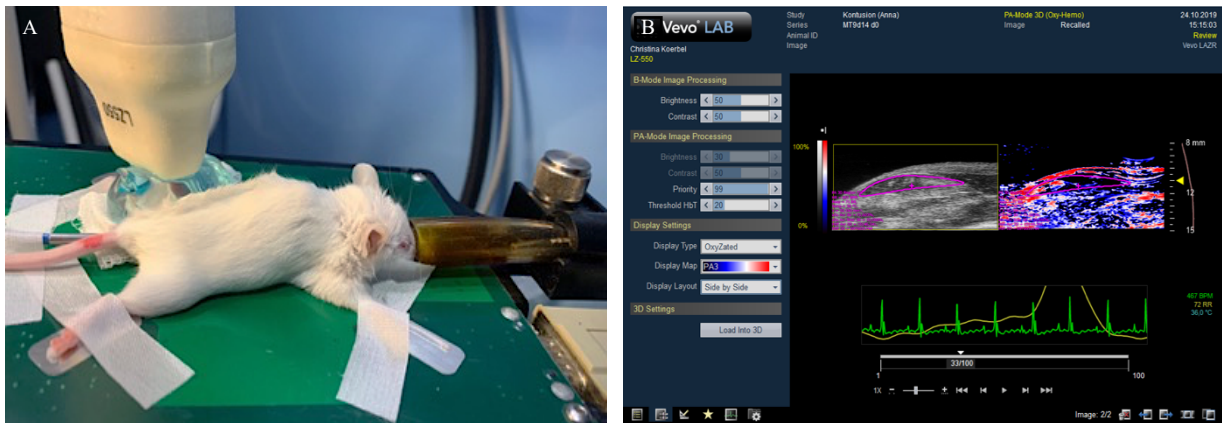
Messung der Vitalparameter und Inhalationsnarkose über Maske (A), Auswertung und Markieren der ROI's der Sonografie-Bilder im Programm VevoLab (B)
